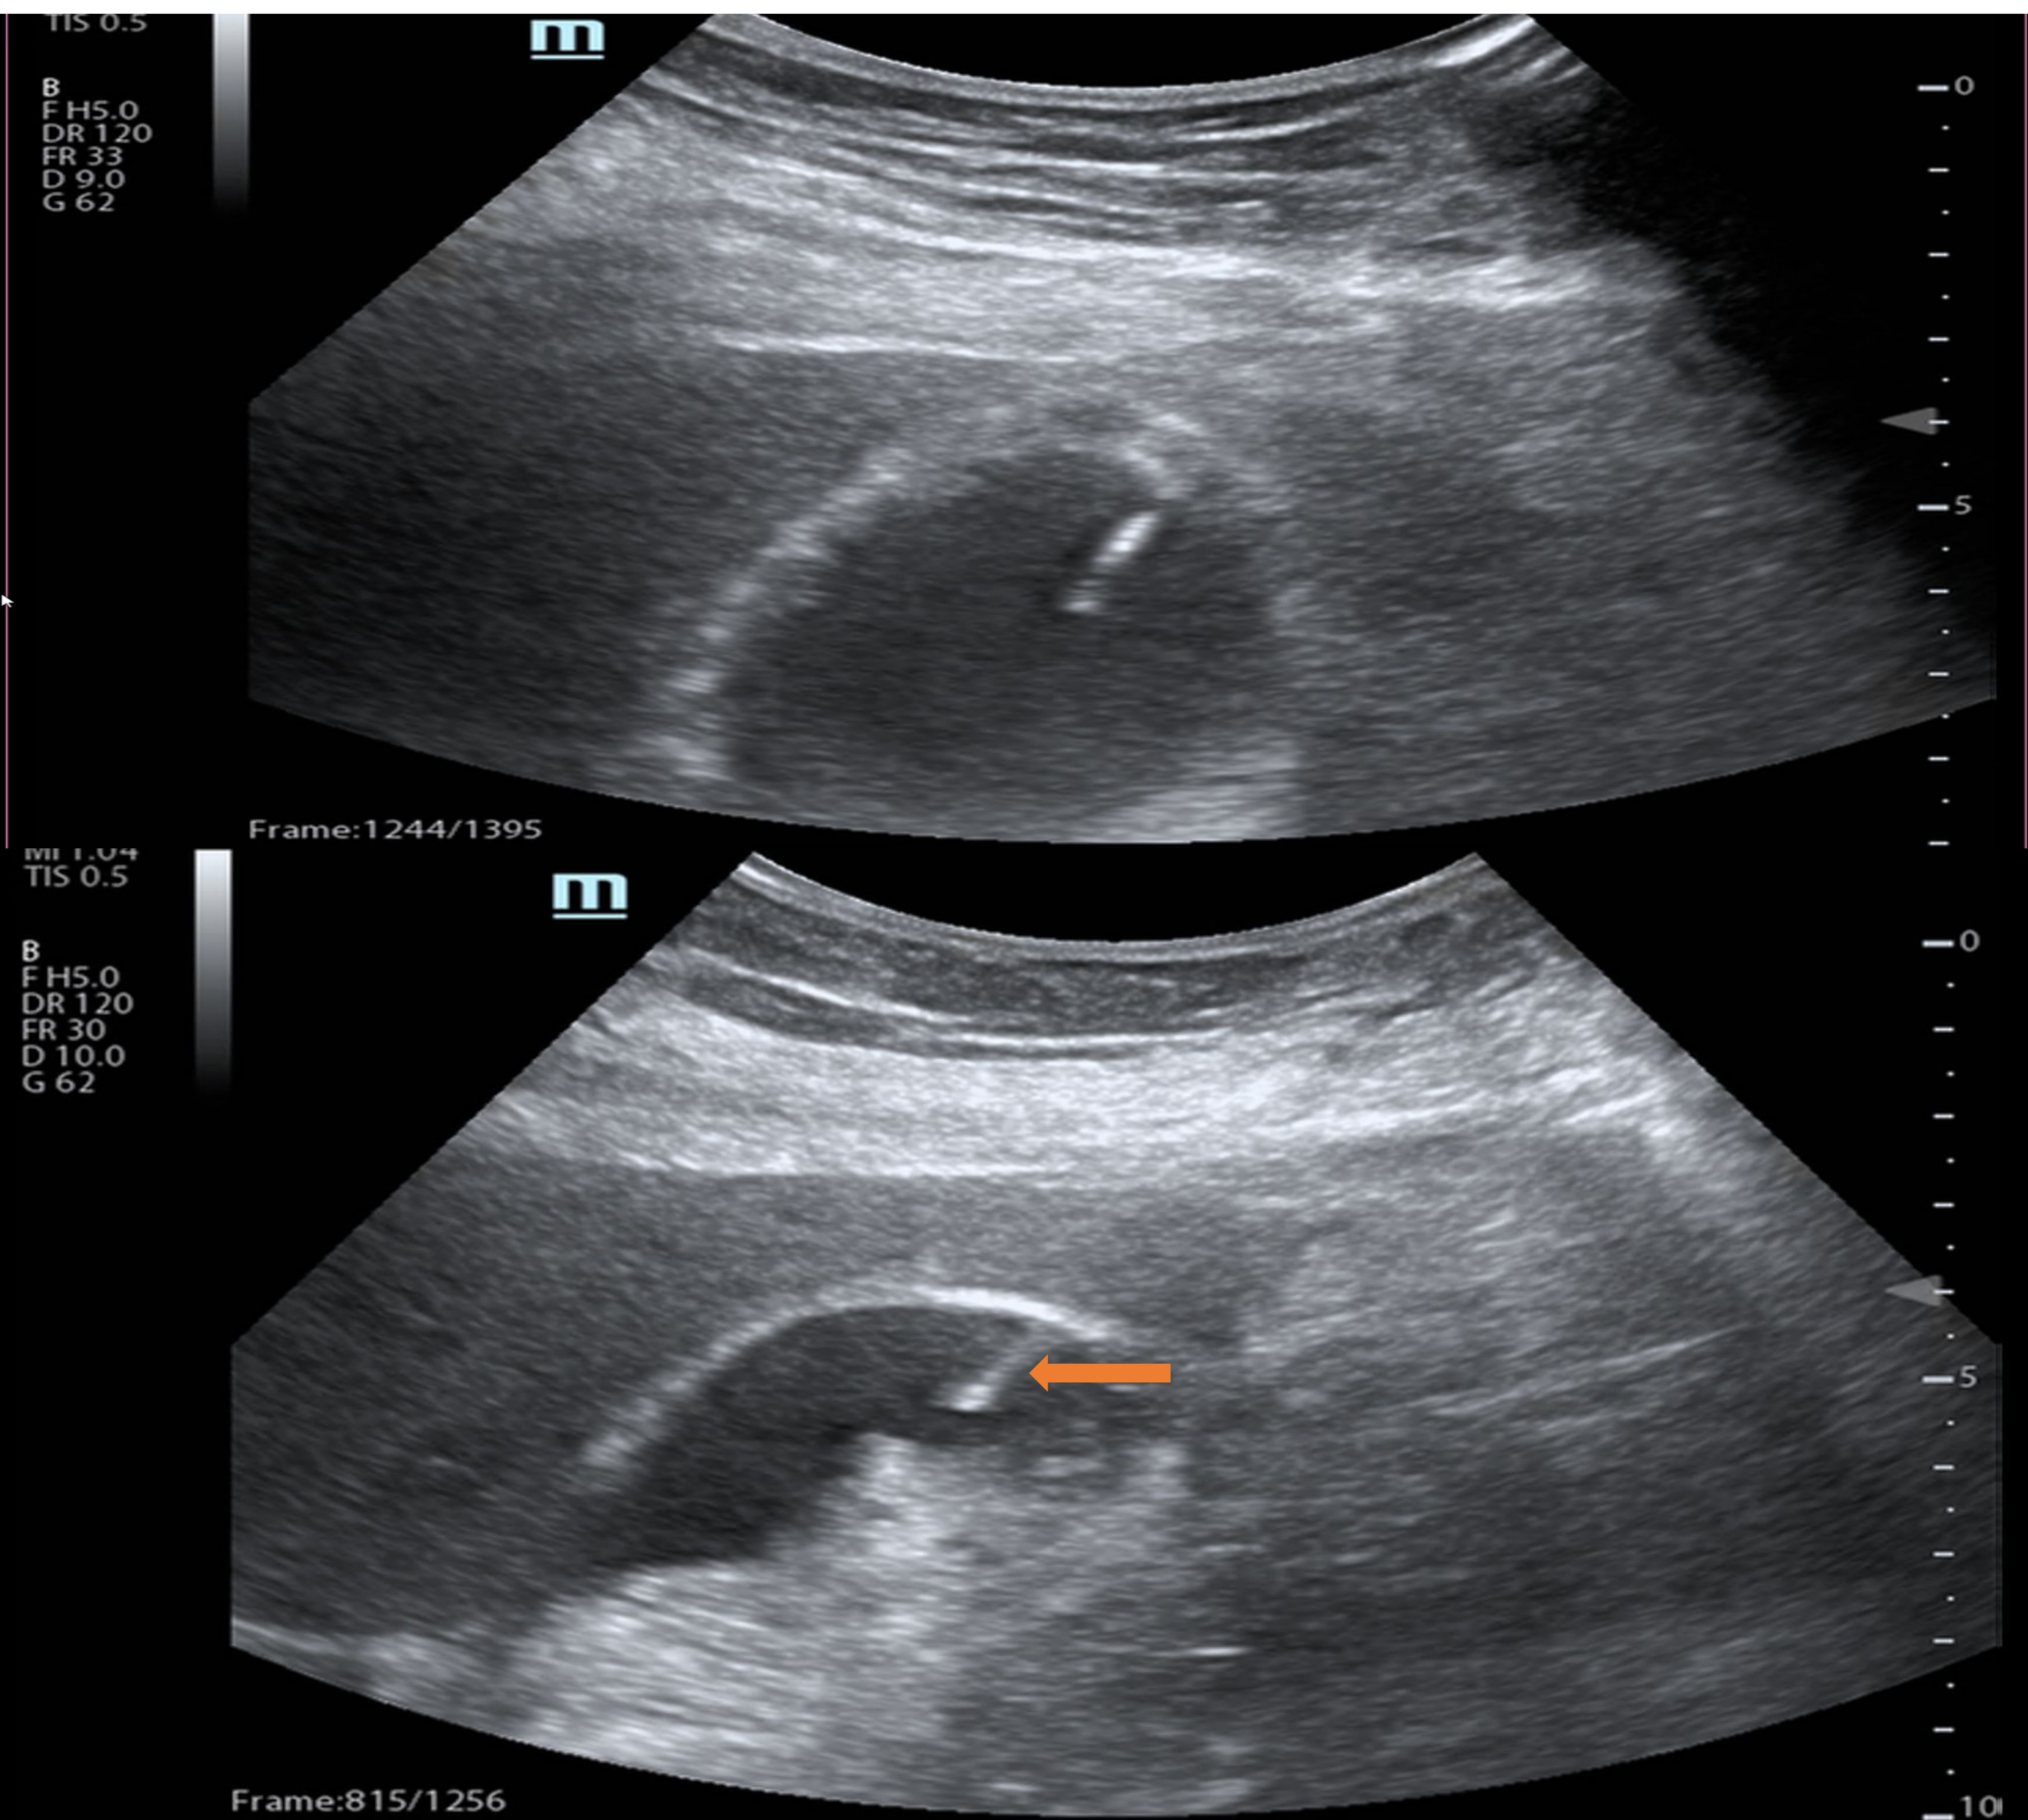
Colecistostomía percutánea guiada por ecografía realizada en nuestro hospital. Podemos observar la entrada del catéter de drenaje (flecha) en la vesícula biliar con signos de colecistitis aguda.
